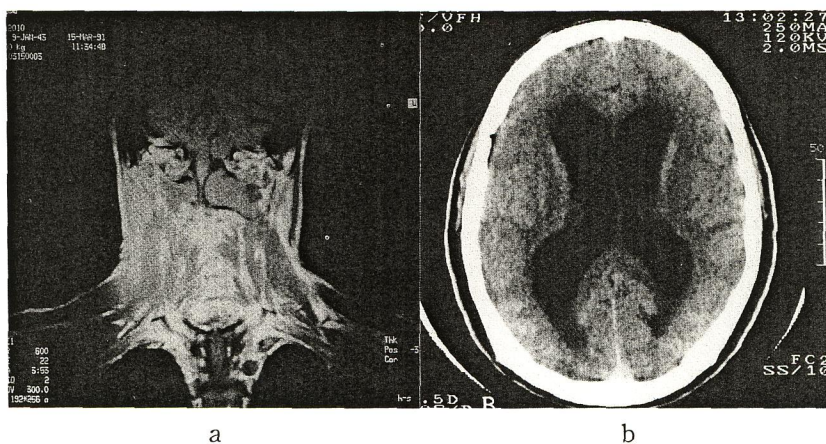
48歳男性,頸髄腫瘍(神経鞘腫),腫瘍摘出後髄液漏出と頭痛,発熱を来した。術後2か月目嘔気,頭痛,意識障害を来し水頭症と診断された。a:術前MRI T1強調,前額断像,小脳下大槽内,C1/2高位に腫瘍をみとめる。b:術後2か月時CT
